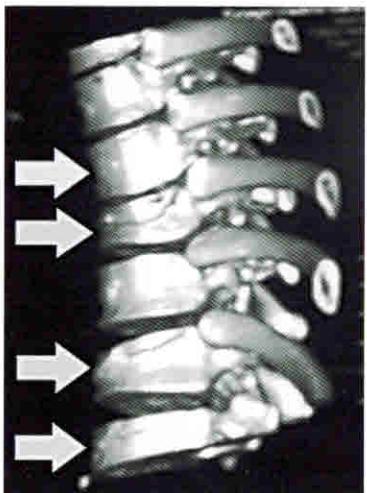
КТ грудного отдела позвоночника в боковой (3D) и фронтальной (2D) проекциях. Стрелками указаны компрессионные переломы  $T_{VIII}$ ,  $T_{IX}$ ,  $T_{X}$ ,  $T_{XII}$
